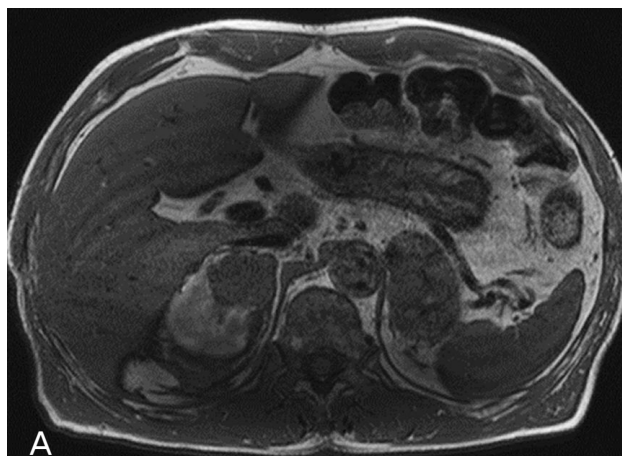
MR imaging shows that heterogeneous signal intensity of both adrenal glands in T1 (A) and T2 (B)-weighted images and heterogeneous enhancement in contrast-enhanced T1-weighted image (C). Especially in the right adrenal gland, partly high signal intensity area is noted in both T1- and T2-weighted images, representing late subacute hemorrhage.
